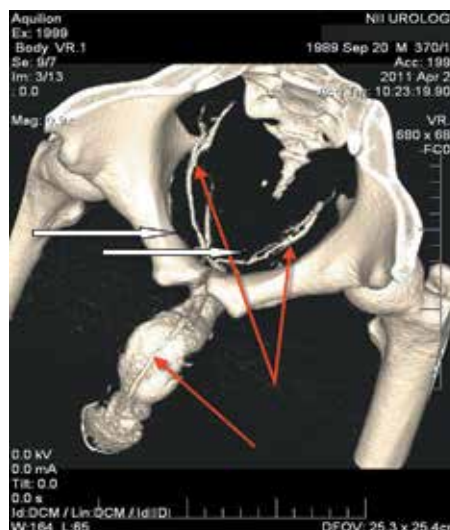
Динамическая мультиспиральная компьютерная томография кавернозных тел с контрастированием (фармакокавернозография). Проксимальный венозный дренаж (указан стрелками) у больного Ф., 34 года; 5-я стадия эрекции
